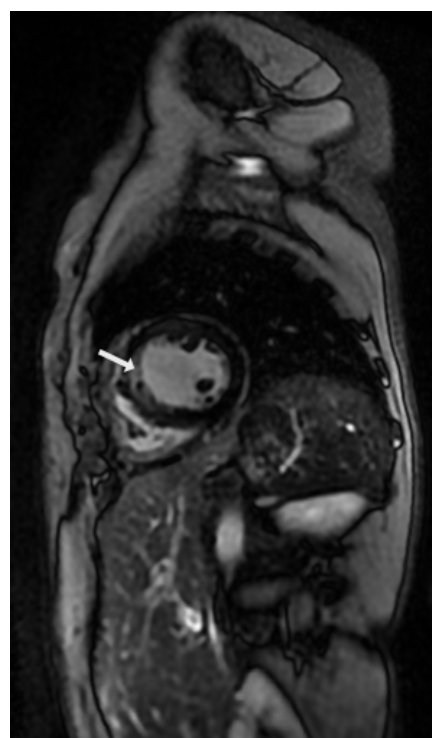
Early Gadolinium Enhancement MRI showing septal wall edema
